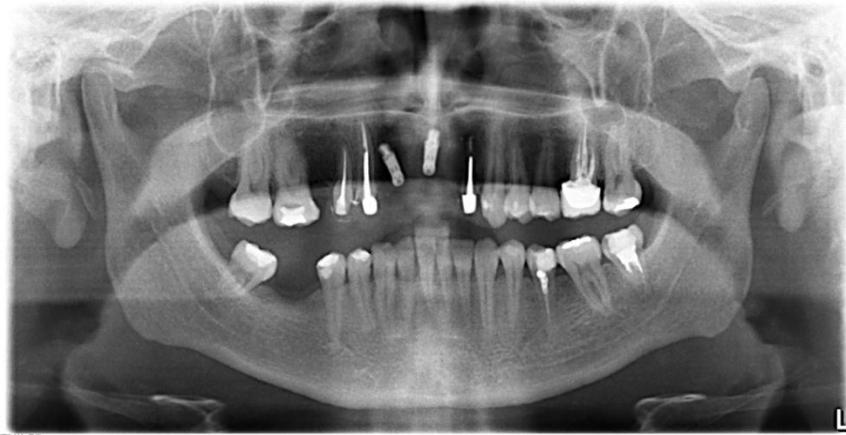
Radiografía panorámica. Fuente directa
